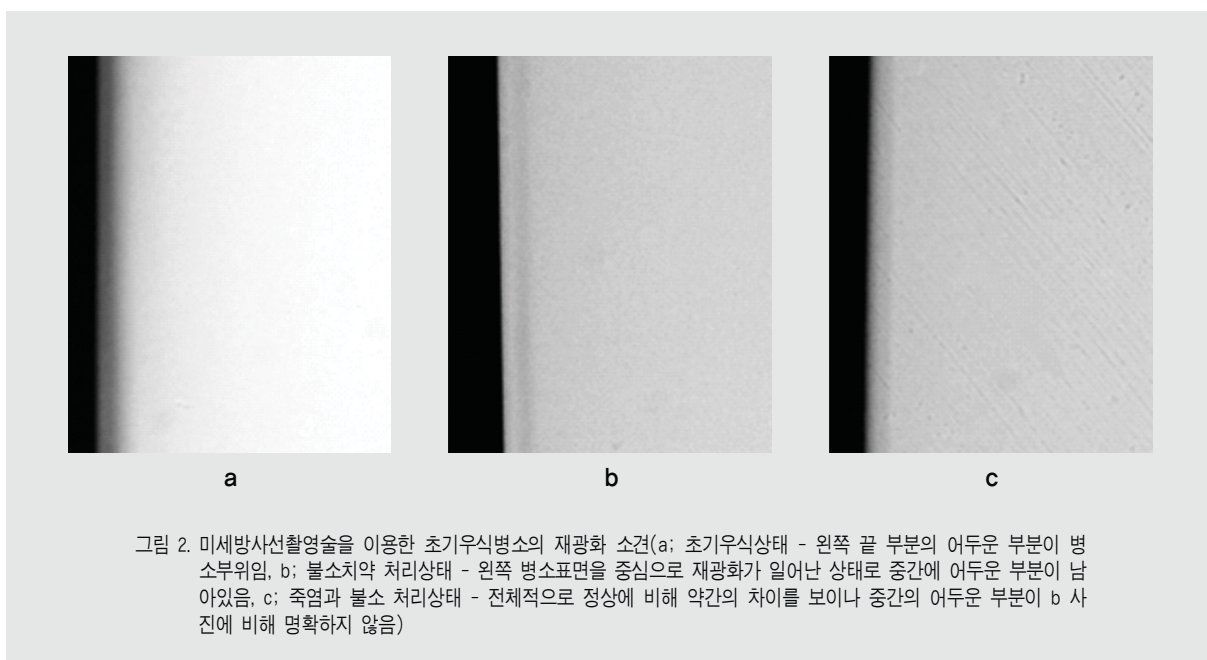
미세방사선촬영술을 이용한 초기우식병소의 재광화 소견(a; 초기우식상태 - 왼쪽 끝 부분의 어두운 부분이 병소부위임, b; 불소치약 처리상태 - 왼쪽 병소표면을 중심으로 재광화가 일어난 상태로 중간에 어두운 부분이 남아있음, c; 죽염과 불소 처리상태 - 전체적으로 정상에 비해 약간의 차이를 보이나 중간에 어두운 부분이 b 사진에 비해 명확하지 않음)
